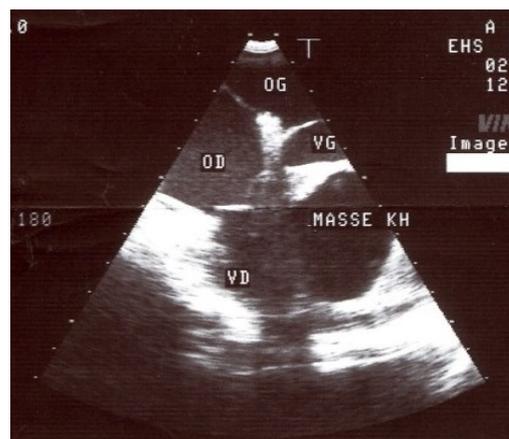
Echocardiographie montrant un kyste hydatique cardiaque du septum interventriculaire.
